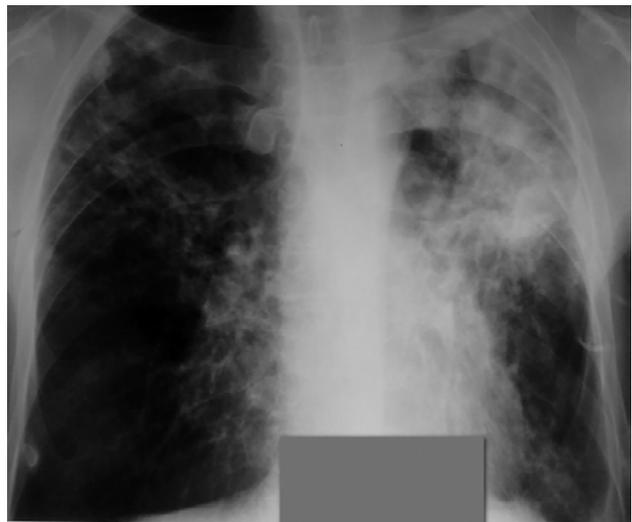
На обзорной рентгенограмме ОГК от 02.02.16 г. — слева легкое расправлено. Уменьшение очагов и полостей с обеих сторон, полное рассасывание жидкости и воздуха в плевральной полости.
